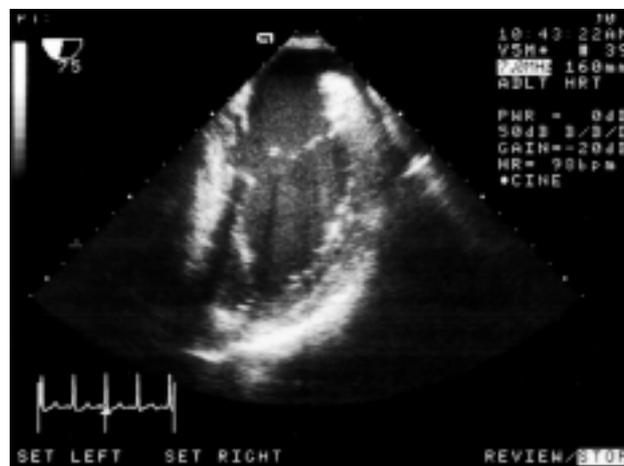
Ecocardiogramma transesofageo intraoperatorio: assenza di masse residue endocavitarie.
